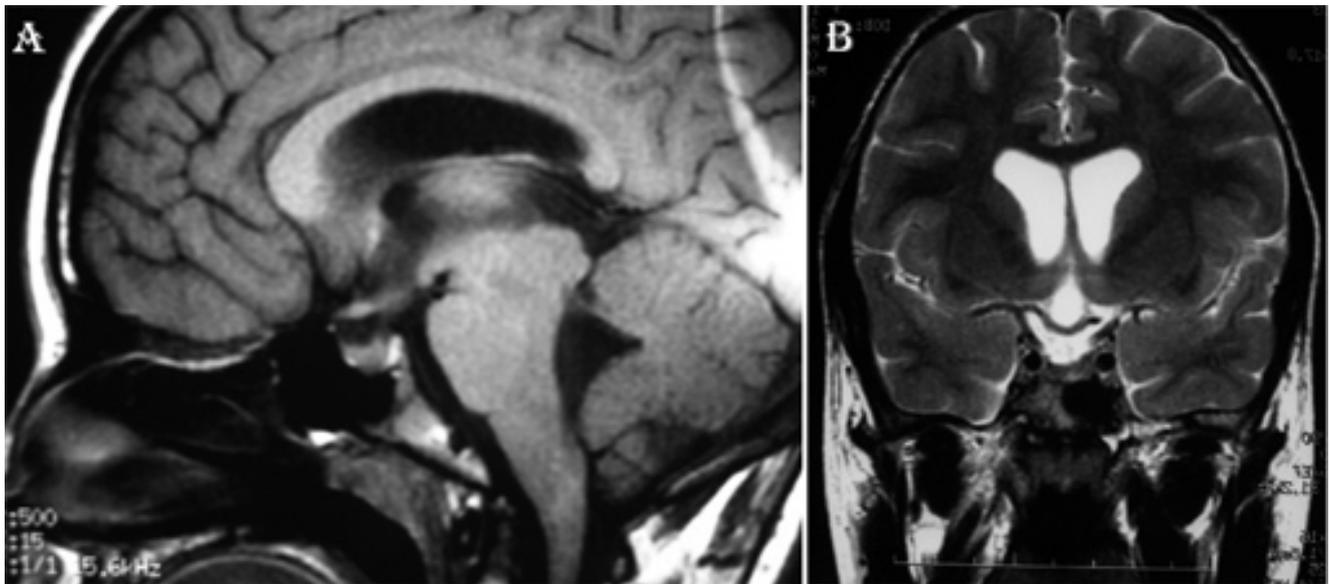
A: TM T1 sagital. B: RM T2 coronal : silla turca vacía parcial durante el episodio de hipertensión intracraneal por malfunción del sistema de derivación de LCR.
